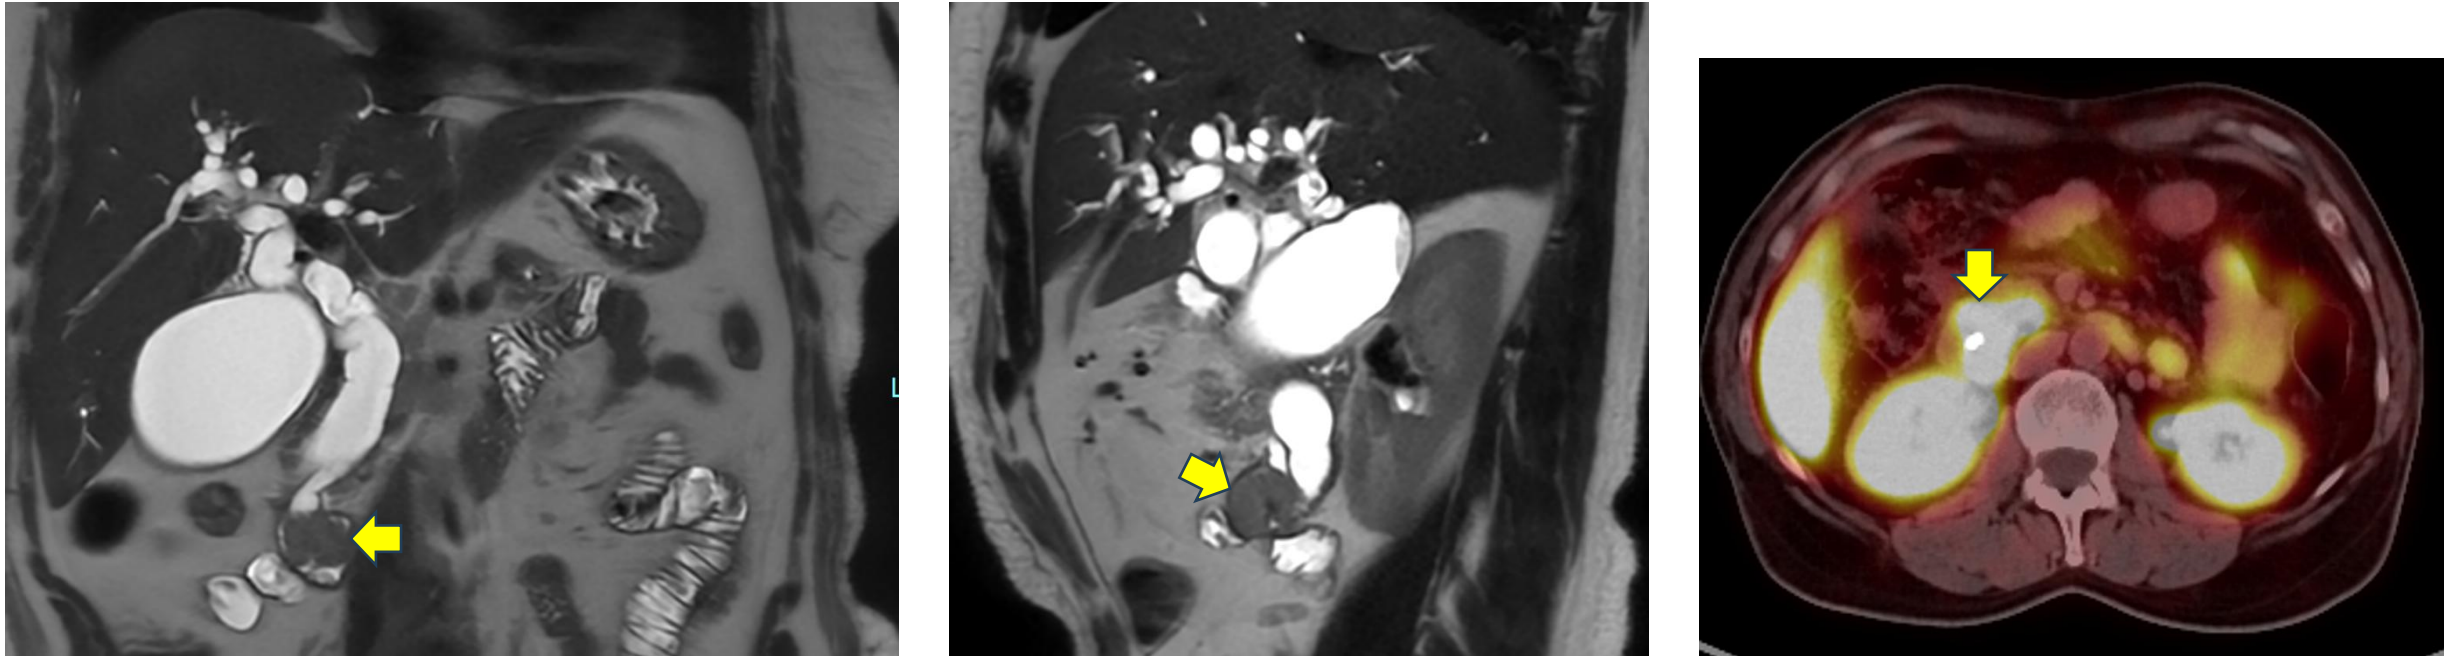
RM abdominal en planos coronal y sagital; PET-TC con 68Ga-DOTATOC. Se identifica una tumoración redondeada (flechas) en la luz de la segunda porción duodenal (región ampular), que condiciona dilatación de la vía biliar y pancreática. Con 68Ga-DOTATOC, intensa expresión de SSRT e infiltración ganglionar. El estudio anatomopatológico confirmó un carcinoma neuroendocrino (NEC) de célula pequeña duodenal.
